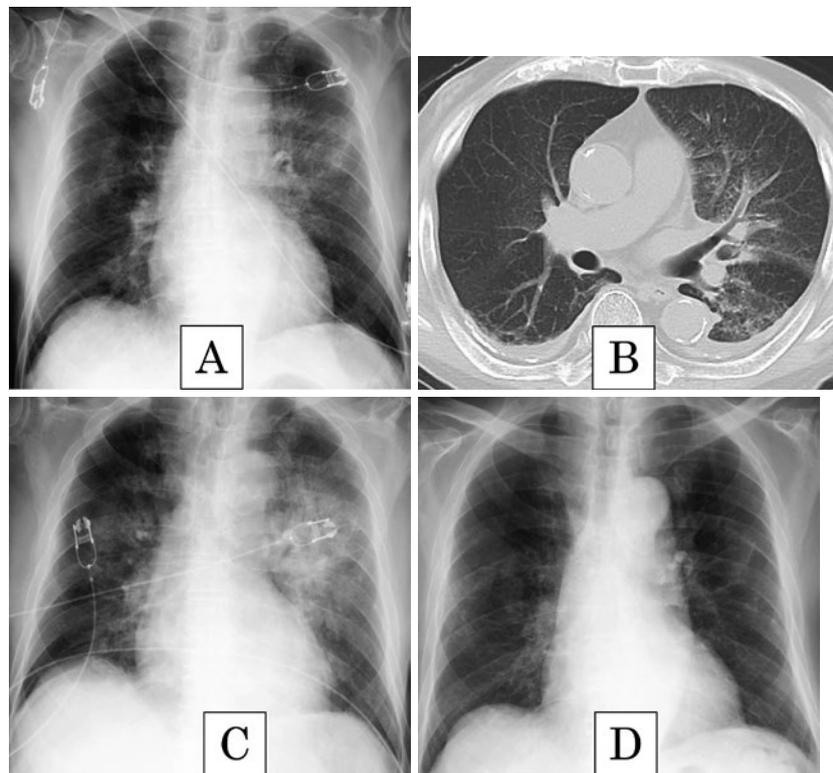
(A) 入院時胸部X線写真. 左肺野優位で両側中肺野にすりガラス様陰影が認められる. (B) 胸部単純CT. 左上葉優位で両肺の中枢側にすりガラス様陰影と少量の両側胸水がみられる. 一方で, 明らかな蜂巣肺や牽引性気管支拡張などはない. (C, D) 胸部X線写真の経時の変化. (C) ステロイドパルス療法開始前 (入院後第2病日), (D) 退院時 (入院後第27病日). 両中肺野の浸潤影は入院後第2病日に一時的に悪化した, ステロイド治療後は順調に改善した.
